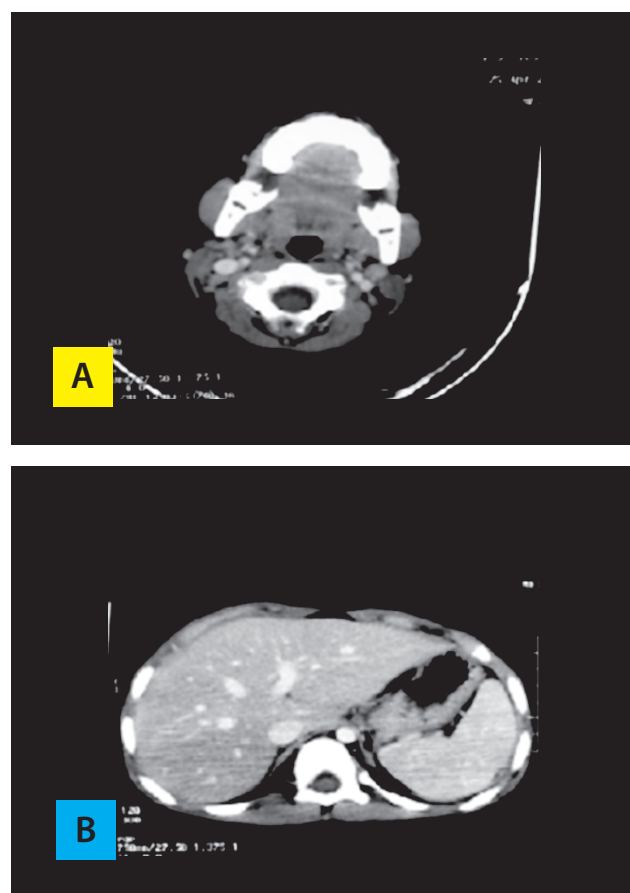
Tomografía espiral multicorte de la paciente al debut. A. Extensos conglomerados ganglionares de 40mm de diámetro posterior que afectan las cadenas cervicales profundas en ambos lados del cuello desde la altura del ángulo del maxilar hasta la glándula tiroideas, con efecto compresivo y desplazamiento sobre las estructuras vasculares. B. Derrame pleural izquierdo de hasta 15mm de espesor con zonas de hipoventilación y atelectasias segmentarias en la región del hilio basal posterior. C. Severa esplenomegalia con múltiples nódulos parenquimales hipodensos ocupando el hipocondrio izquierdo y parcialmente el flanco izquierdo, así mismo se observa múltiples adenomegalias retroperitoneales con 10 mm de diámetro promedio.
